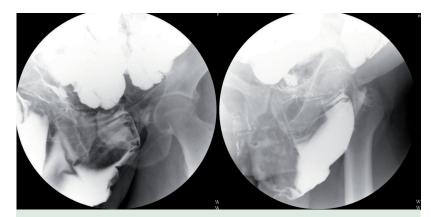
En ocasiones, el enema opaco nos puede ayudar al diagnóstico. En este caso, vemos como el contraste es recogido por una bolsa colectora colocada en el tercio inferior de la herida quirúrgica; sin embargo, no podemos visualizar el trayecto fistuloso con tanta claridad como en la TC.
